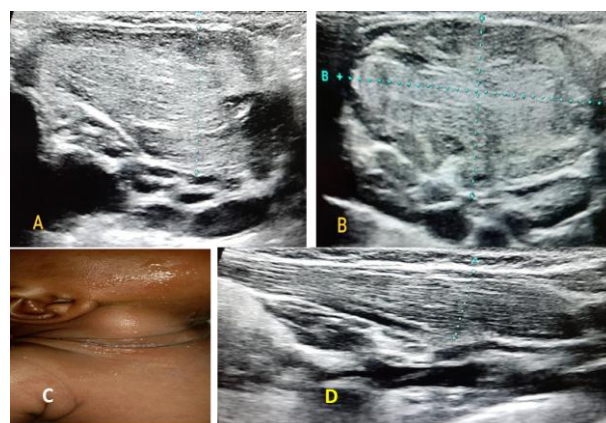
Tuméfaction latéro-cervicale droite (C). Coupe échographique sagittale (A) et longitudinale (B) montrant un épaissement du muscle sterno-cléido-mastoïdien. Coupe échographique longitudinale du muscle SCM normale (D).
